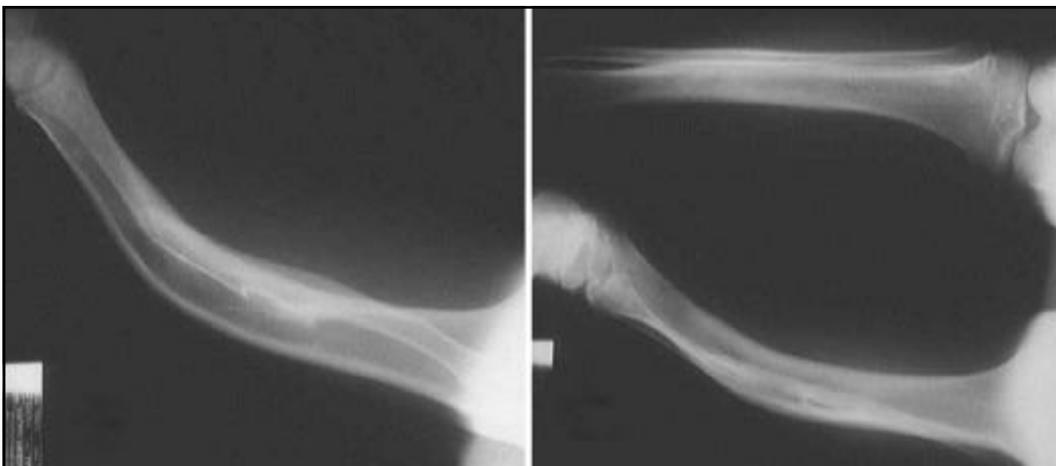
Em A e B radiografias evidenciando desvios dos membros por consolidação defeituosa de fraturas em ambos os pacientes.
